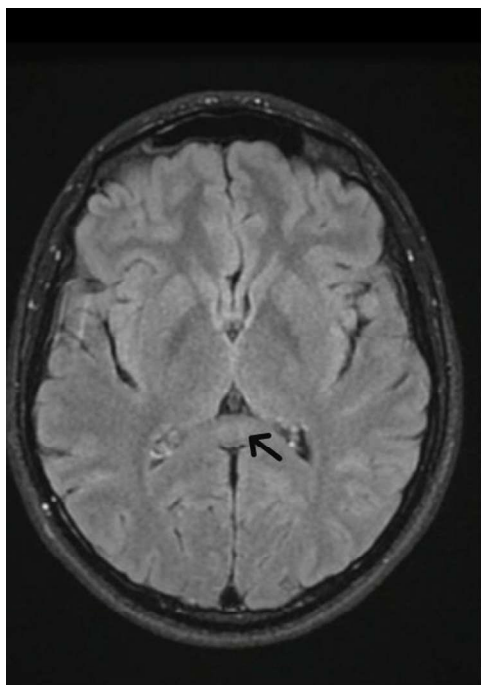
Resonancia magnética de cráneo con contraste de control (sin alteraciones).
